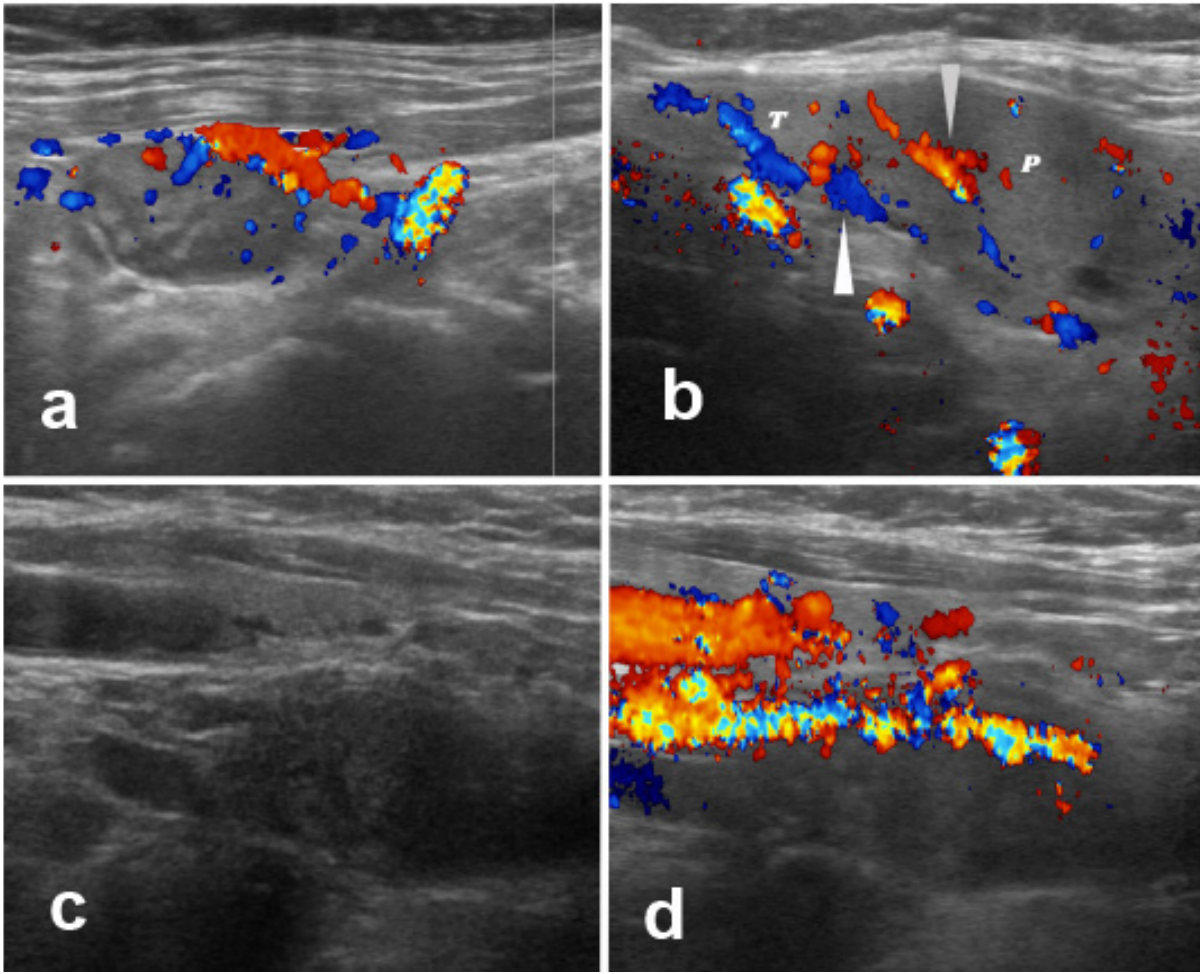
a,b) Sağ inferiorda diffüz kanlanan paratiroid adenom (longitudinal kesit ve doppler görünüm), c,d) Sol inferiorda diffüz kanlanan paratiroid adenom (longitudinal kesit ve doppler görünüm)
